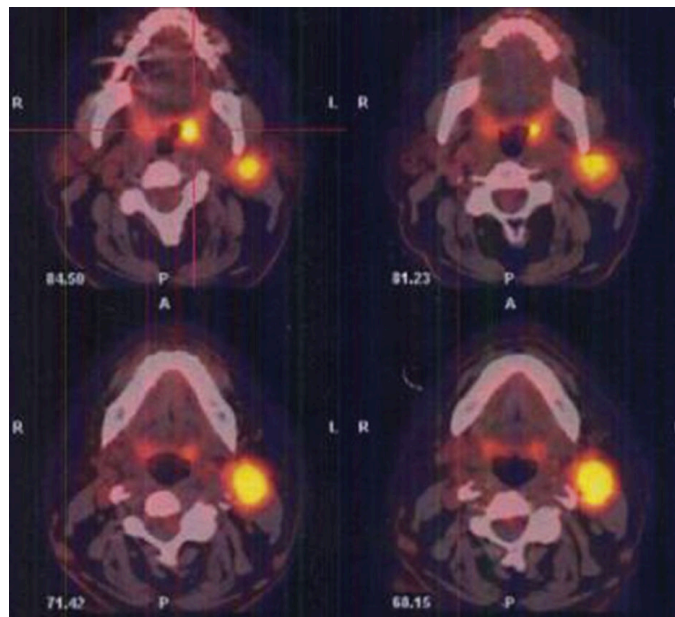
Tomographie par émission de positons-scanner : hyperfixation au niveau de la loge amygdalienne gauche correspondant à la tumeur primitive (37)
